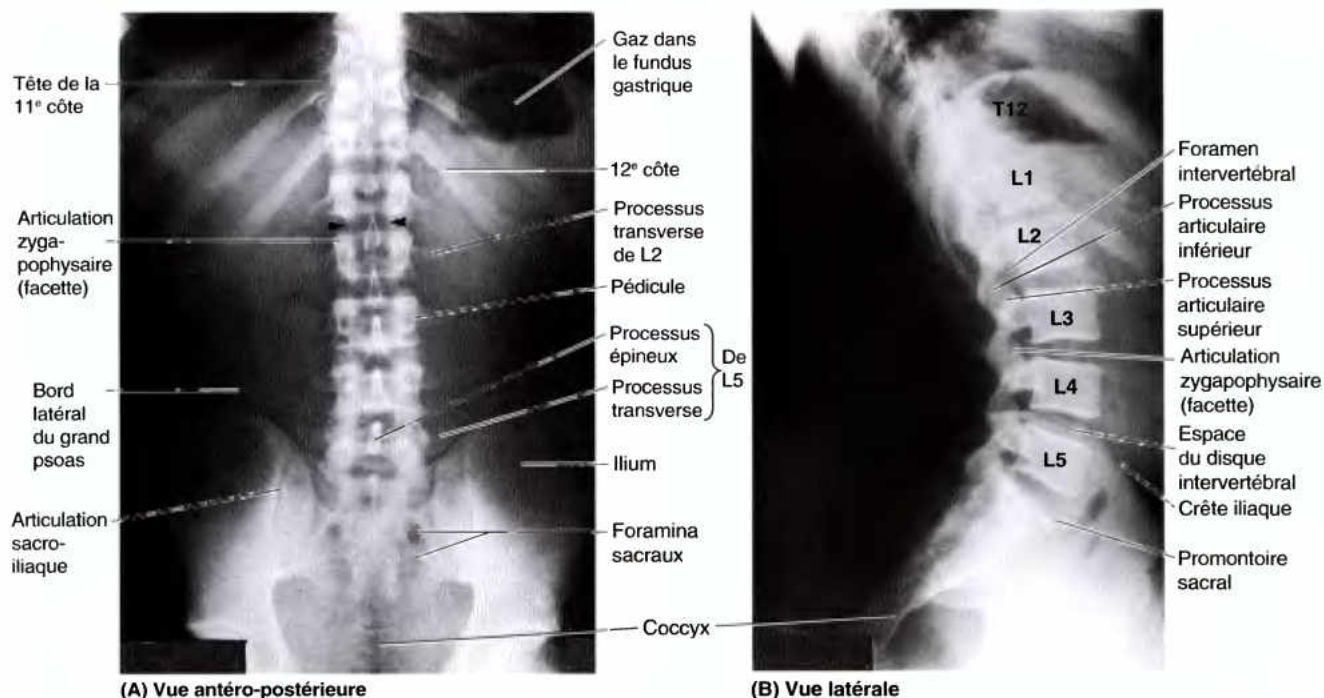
Radiographies des régions thoracique inférieure et lombo-sacrale de la colonne vertébrale. A. Les processus épineux médians recouvrent le canal vertébral (ombre en colonne entre les *têtes de flèches*), contenant la moelle épinière et les méninges (invisibles). Le coccyx n'est pas bien visible du fait de sa position relativement oblique par rapport au film \ détecteur. En outre, du gaz et des matières fécales dans le rectum et le dans le côlon sigmoïde tendent à obscurcir le coccyx. (Avec l'aimable permission du Dr. J. Heslin, Toronto, Ontario, Canada.). B. Les volumineux corps vertébraux lombaires et les espaces des disques IV, les foramina IV et l'angulation à la jonction lombo-sacrale produisant le promontoire du sacrum sont évidents. Les disques IV lombaires sont en coin, spécialement le disque L5-S1. L'articulation zygapophysaire (facette) entre le processus artulaire supérieur de L4 et le processus artulaire inférieur de la vertèbre L3 est clairement visible.
